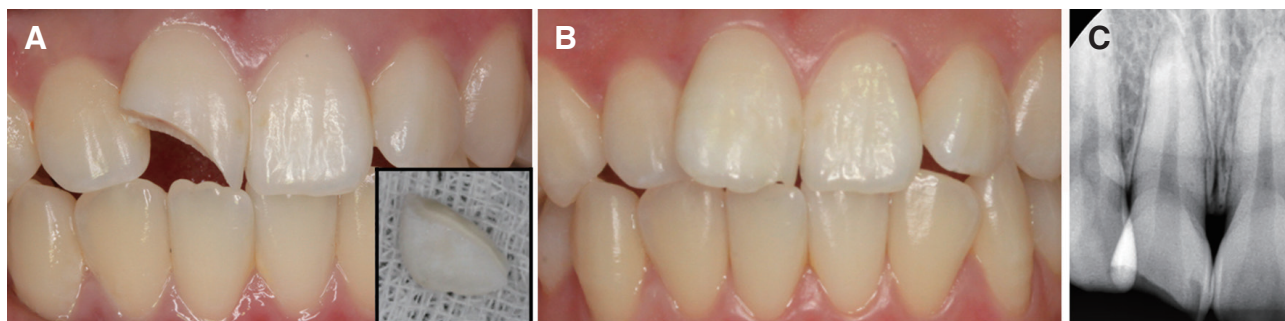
Tooth fragment reattachment of Case A: (A) Preoperative photographic image of the fractured tooth and tooth fragment, (B) Immediate postoperative photographic image, (C) Preoperative radiographic image of the fractured tooth.
